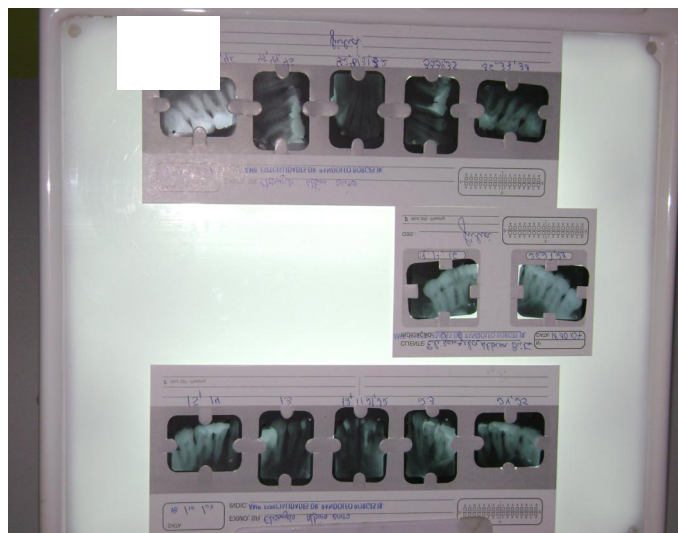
Exame Radiográfico Periapical
